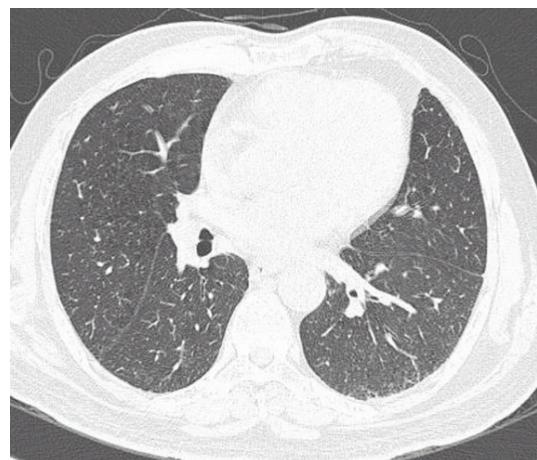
HR CT before gemcitabine chemotherapy. The CT shows normal lung attenuation. There was no evidence of lymphangitic carcinomatosis.
